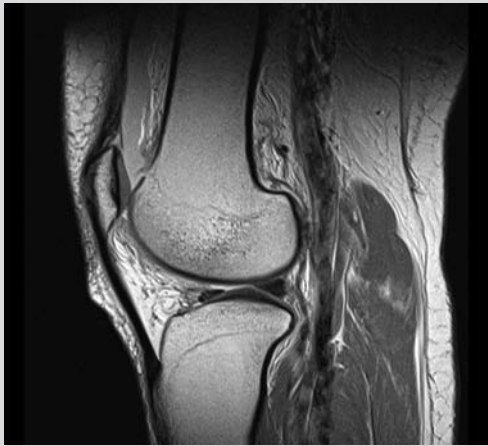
IRM du genou D en coupe sagittale
